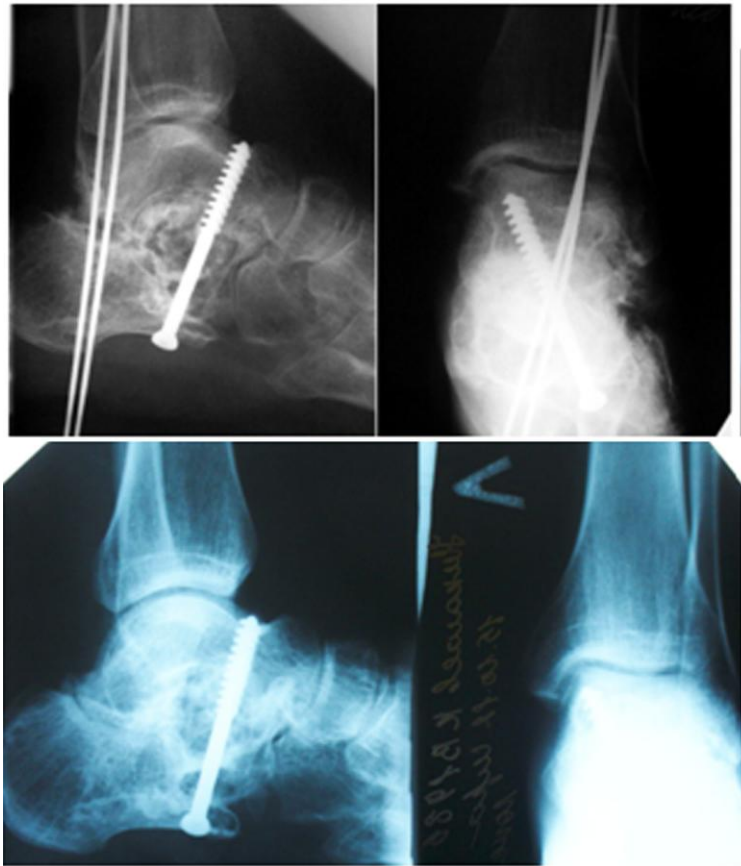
Рентгенограммы больного Н-ева К.В., 26 лет. № 603. В день операции и через 5 месяцев
